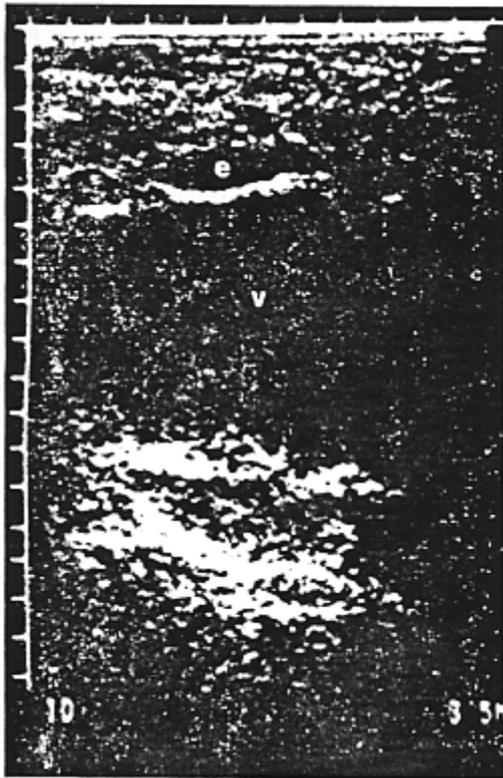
Aspetto ecografico di limitata raccolta ematica addominale (e) addossata alla cupola vescicale (v).
